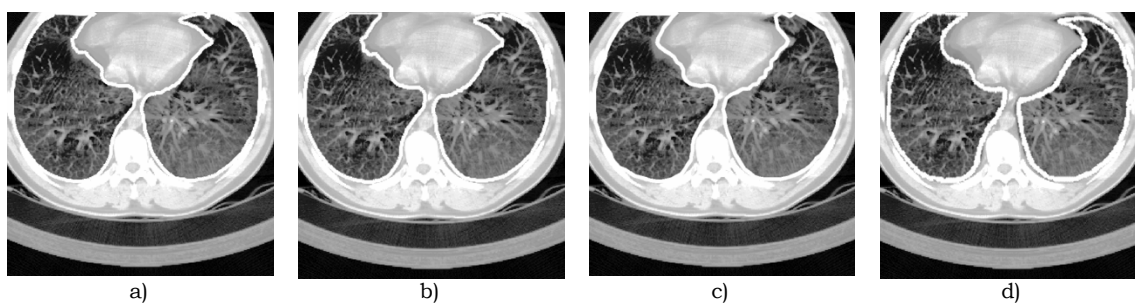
Imagem equalizada de TAC da região pulmonar inferior (basal), com os contornos: a), b) e c) obtidos pelos Métodos Rápido, com Separação de Pulmões e Contornos Activos, respectivamente; d) de referência.
